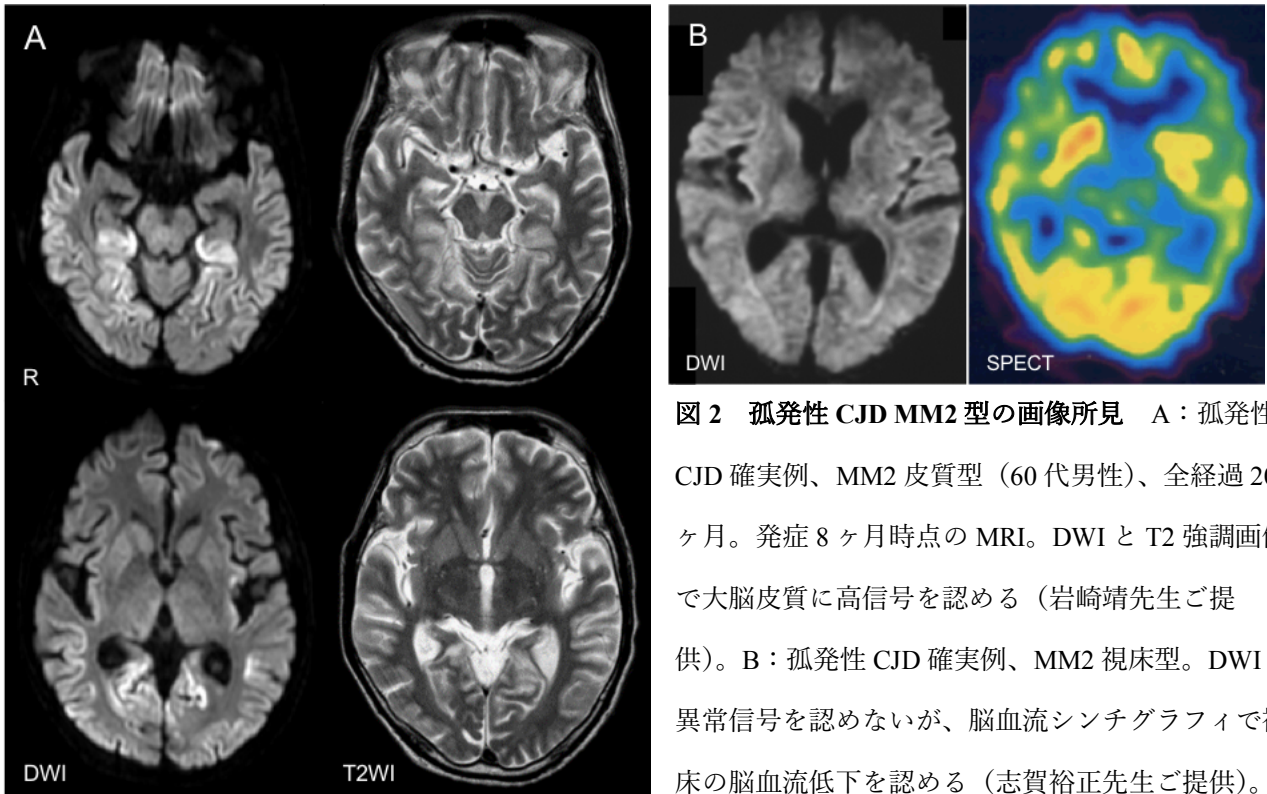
孤発性 CJD MM2 型の画像所見 A：孤発性 CJD 確実例、MM2 皮質型（60 代男性）、全経過 20 ヶ月。発症 8 ヶ月時点の MRI。DWI と T2 強調画像で大脳皮質に高信号を認める（岩崎靖先生ご提供）。B：孤発性 CJD 確実例、MM2 視床型。DWI で異常信号を認めないが、脳血流シンチグラフィで視床の脳血流低下を認める（志賀裕正先生ご提供）。
